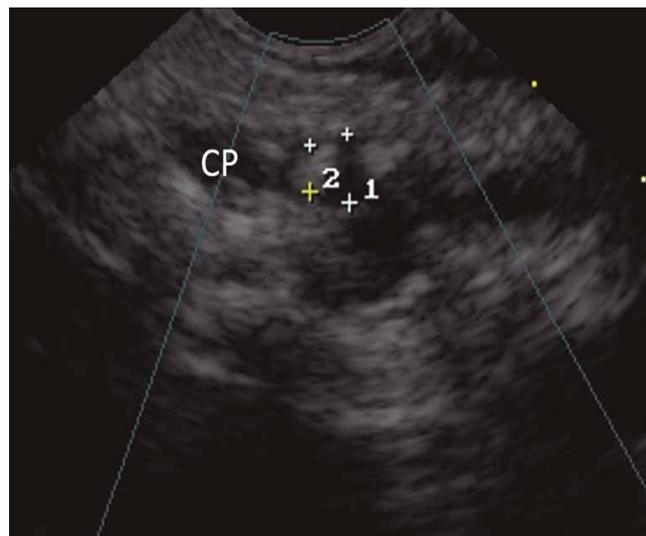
Signo ultrasonográfico de pancreatitis crónica: parénquima heterogéneo con bandas hiperecogénicas confluentes con aspecto de panal de abeja.
